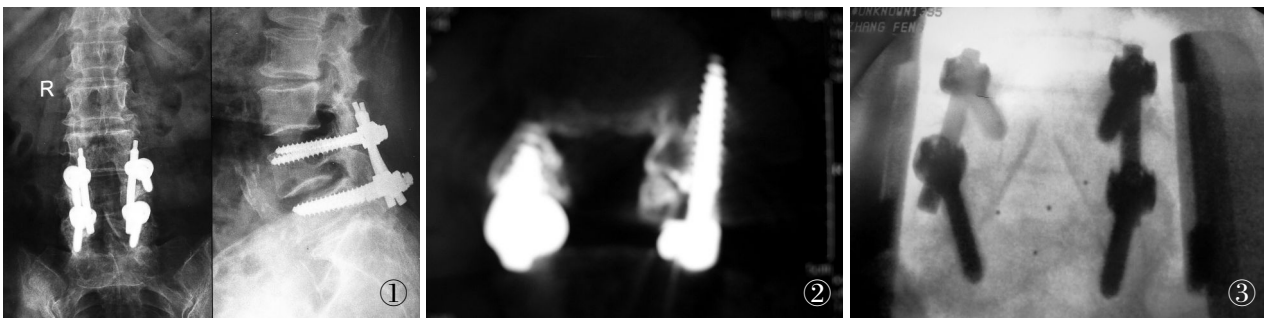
女,70 岁,X 线示 L_{4,5} 滑脱术后,内植物松动断裂,横突间植骨未融合 图 2 CT 示椎弓根螺钉置入位置不当,无内倾角 图 3 C 形臂 X 线示翻修术中椎间碳素纤维 PEEK-Cage 植骨满意,CD-HORIZON 椎弓根螺钉系统固定成功
